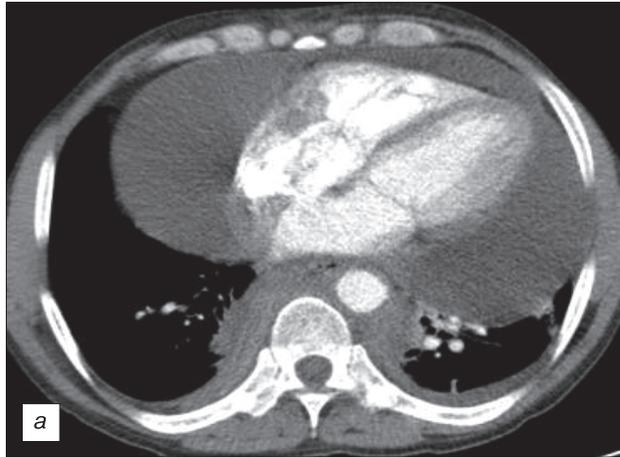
МСКТ-граммы органов брюшной полости с внутривенным болюсным усилением больного М.
